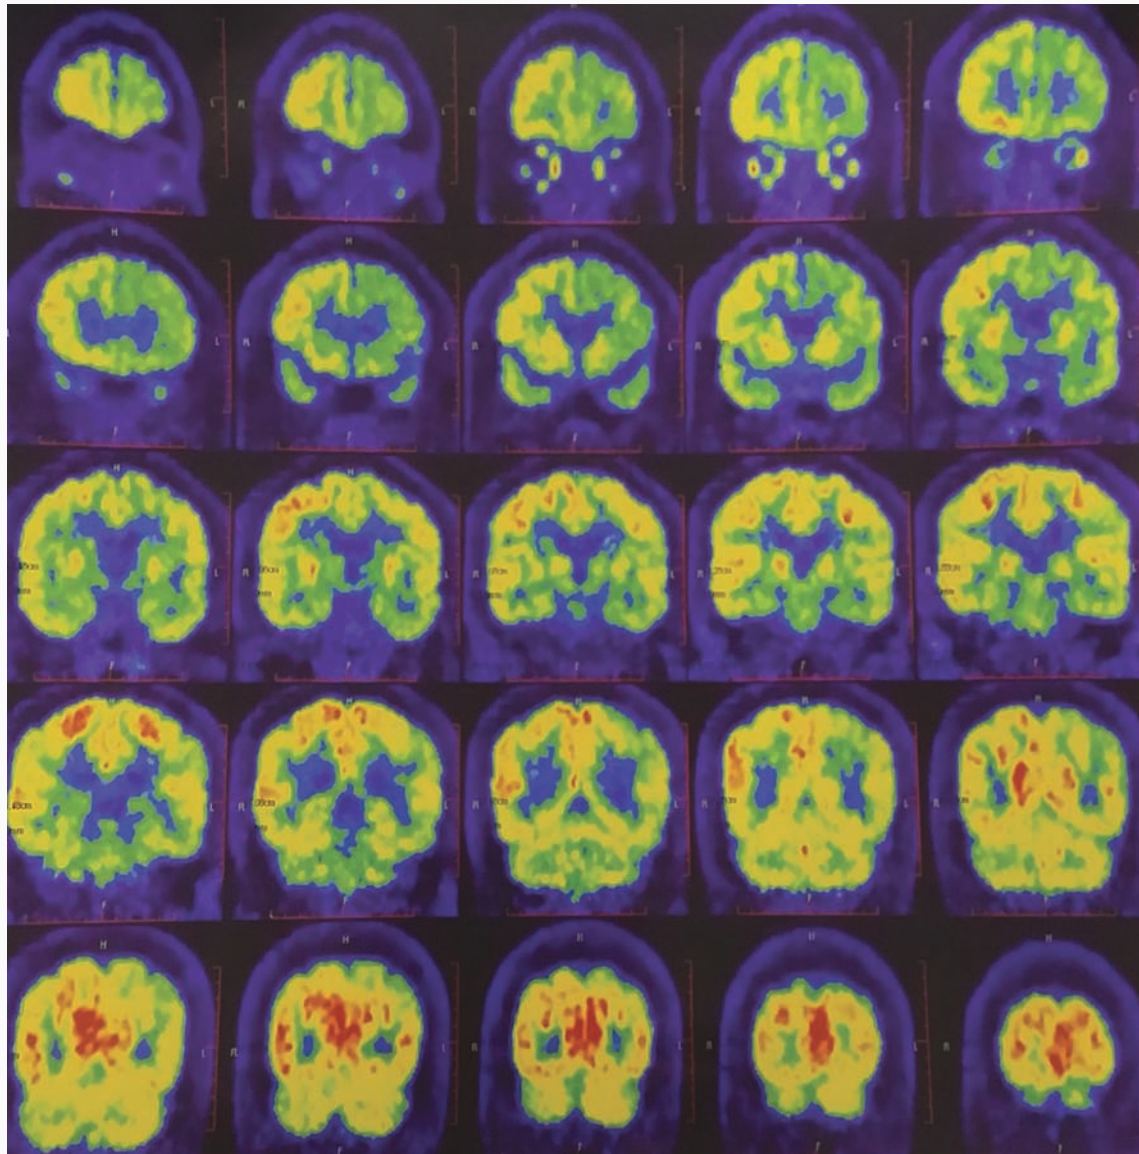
头部¹⁸F-FDG PET 显像显示, 额颞顶枕叶皮质葡萄糖代谢不均匀降低, 尤以左侧额顶叶和岛叶显著(黄色和绿色区域所示), 左侧丘脑和右侧小脑半球代谢较对侧降低(黄色和绿色区域所示)
